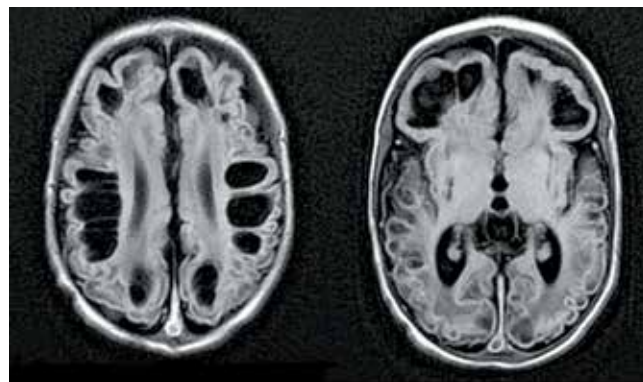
Пациент Э.У., 17 дней, магнитно-резонансная томография головного мозга: картина диффузной лейкомаляции с образованием псевдокист, расцененная как последствия перинатального поражения мозга
